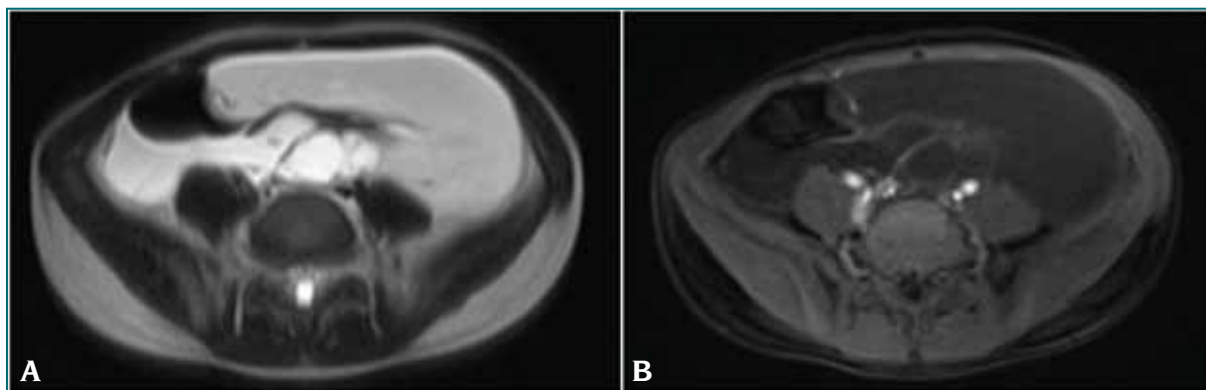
Resonancia magnética de abdomen corte axial. Se observa voluminosa lesión de contenido líquido y paredes finas multiseptada, de aspecto quístico que compromete la raíz del mesenterio en la región hipogástrica con extensión a ambas fosas ilíacas, a predominio izquierdo. A. T2, lesión hiperintensa, B. T1 con contraste, lesión hipointensa con tenue realce de los tabiques. Lesión compatible con malformación vascular linfática macroquística intracavitaria.
